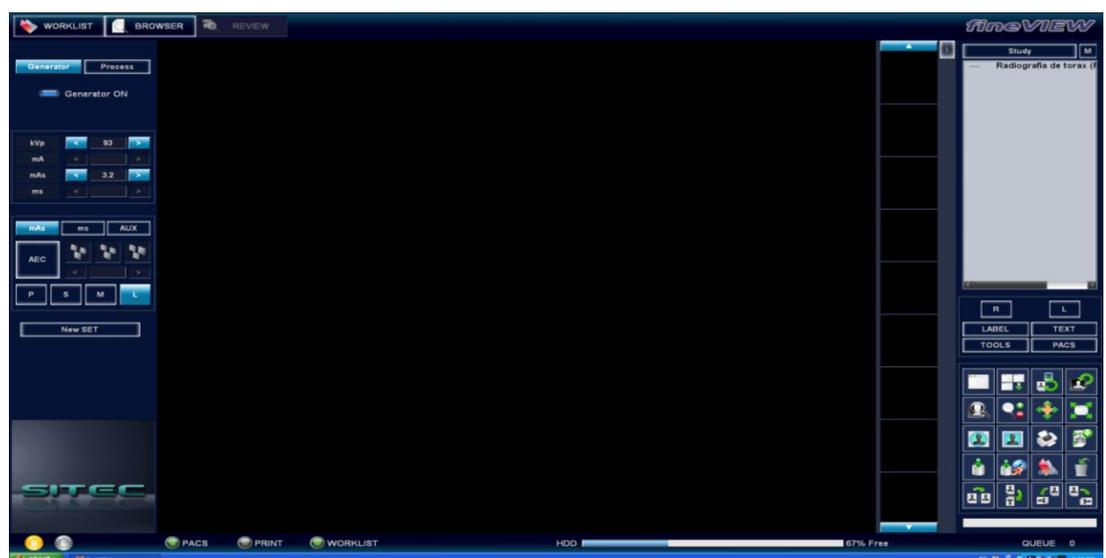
Interfaz de toma manejo de radiografías digitales
